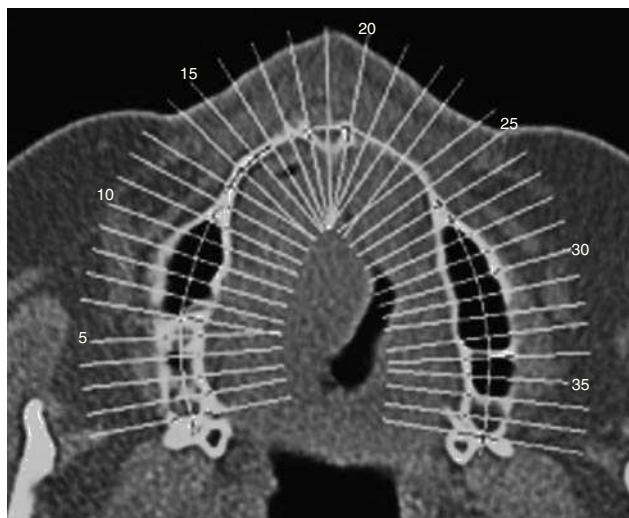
Topograma de reconstrucciones multiplanares secundarias transversales sobre una tomografía axial computarizada.
